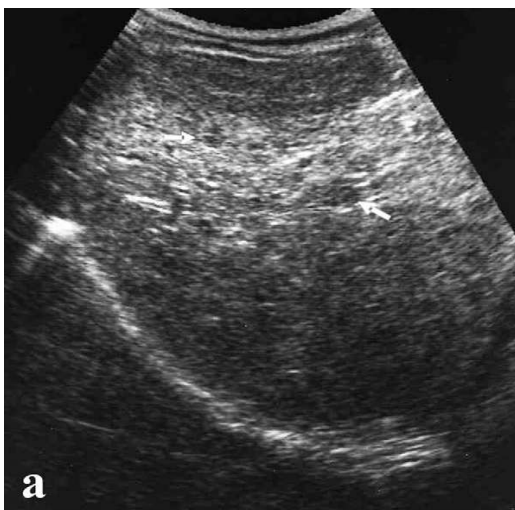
vue sagittale de foie (a) chez un malade de 18 ans; montre hétérogénéité de parenchyme avec de multiples nodules hypoéchogènes; aucun nodule n'est vu sur la coupe transversale de TDM (b) [10].
